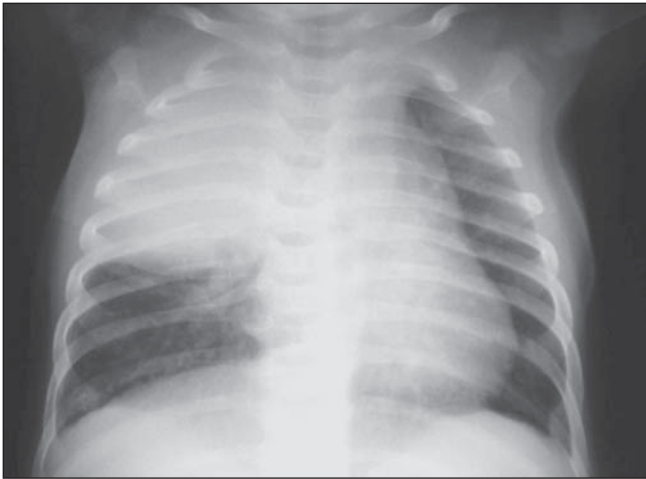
Radiografia de tórax mostrando consolidação do lobo superior direito abaulando a cissura.
